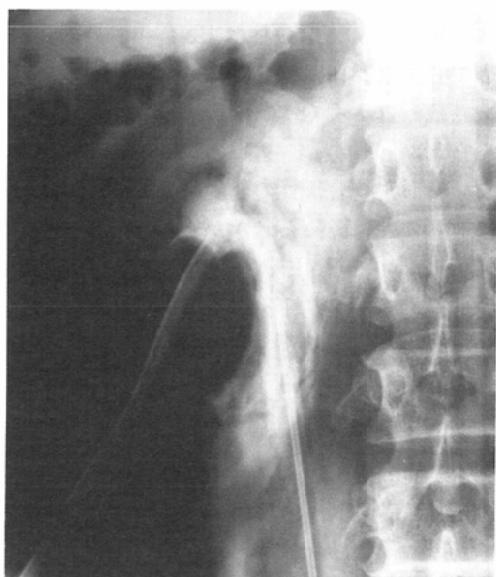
Abdominal radiograph immediately after PNL shows massive extravasation of contrast material from the inadvertently perforated renal pelvis. The nephrostomy tube is placed in the lower calyx.
